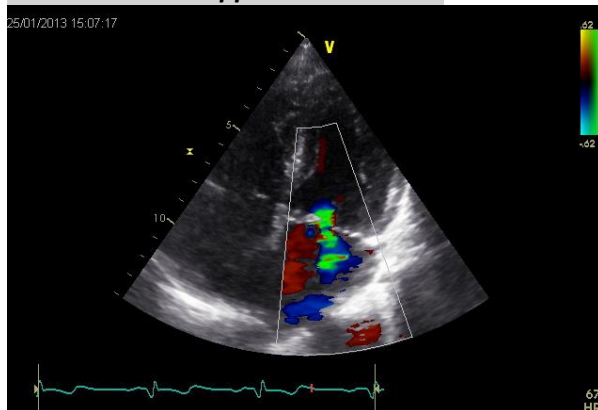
Farbdoppler Mitralklappe
